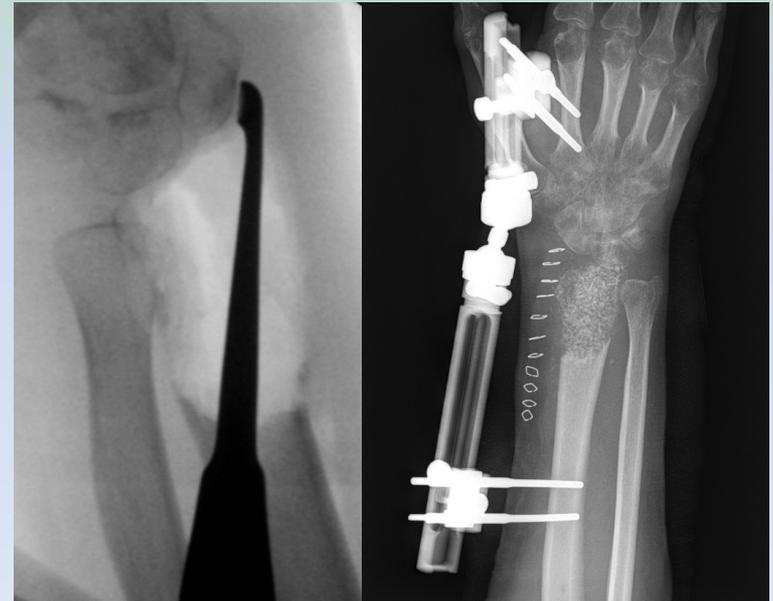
Resección intralesional y radiografía de control
